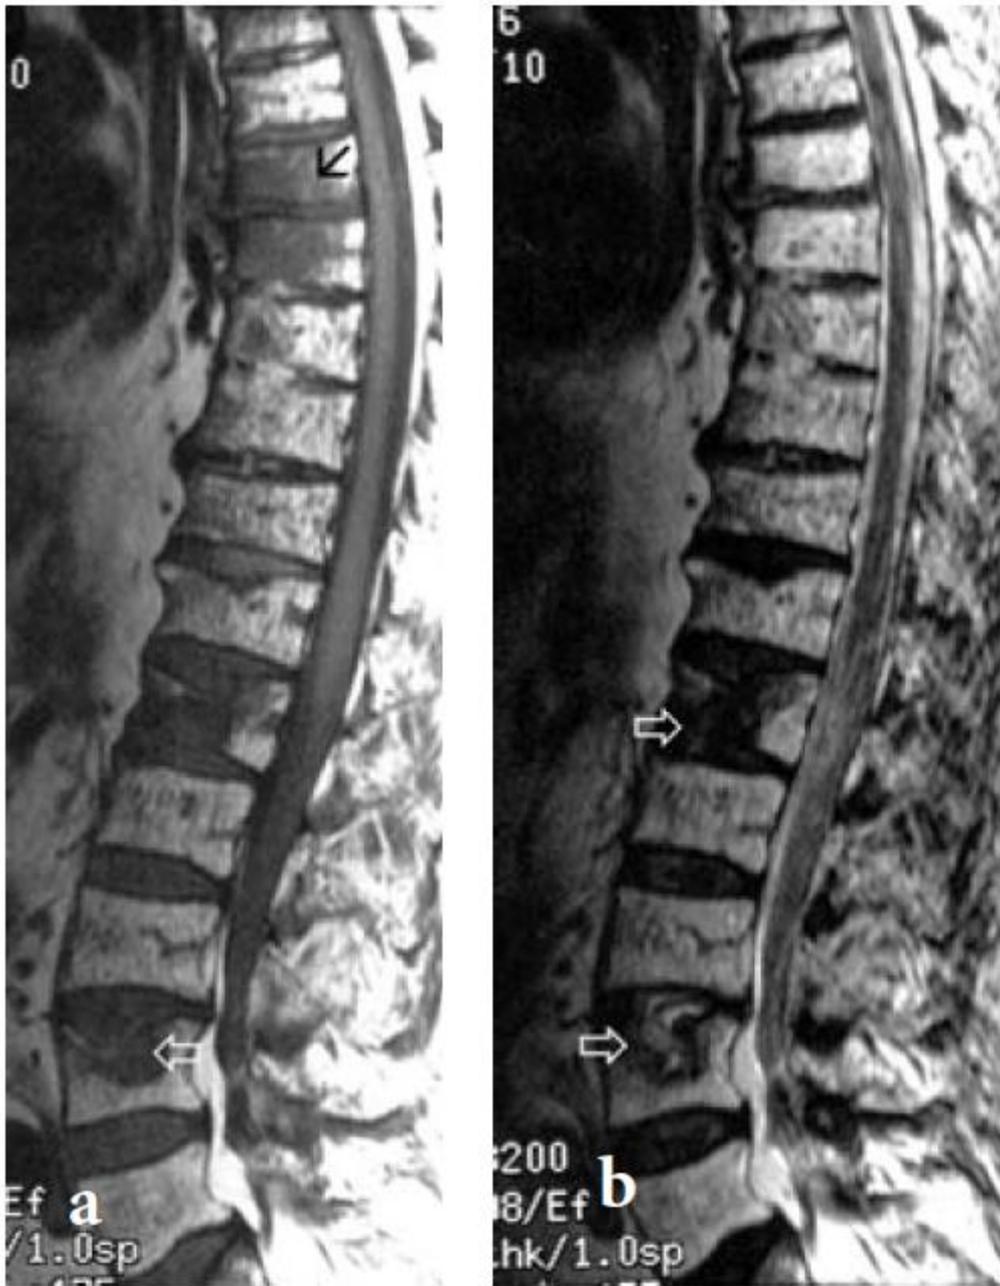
IRM séquence pondérées T1 (a) et T2 (b) : atteinte diffuse par un myélome multiple [53].
